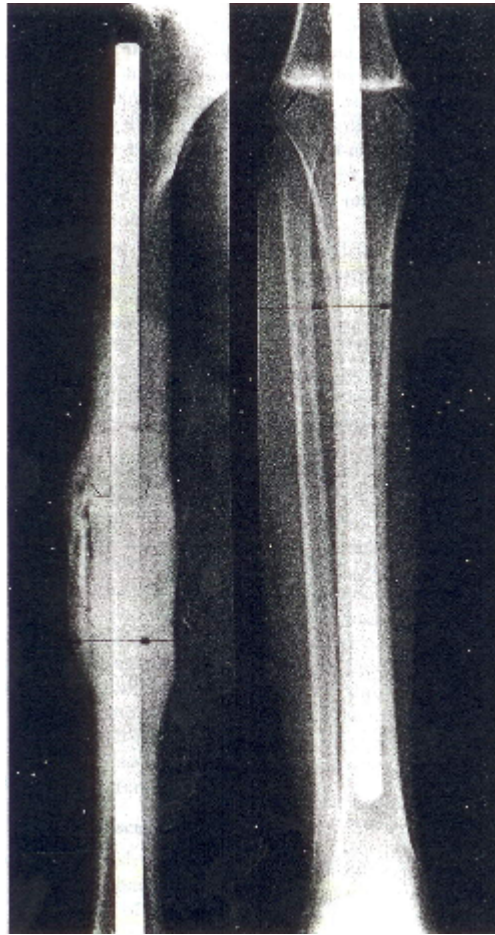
Radiografía anteroposterior tomada tres años después de una artrodesis con resección en tibia. Weiner S, Scarborough M. *Resection Arthrodesis of the Knee with an Intercalary Allograft*. The Journal of Bone and Joint Surgery. 1996.
